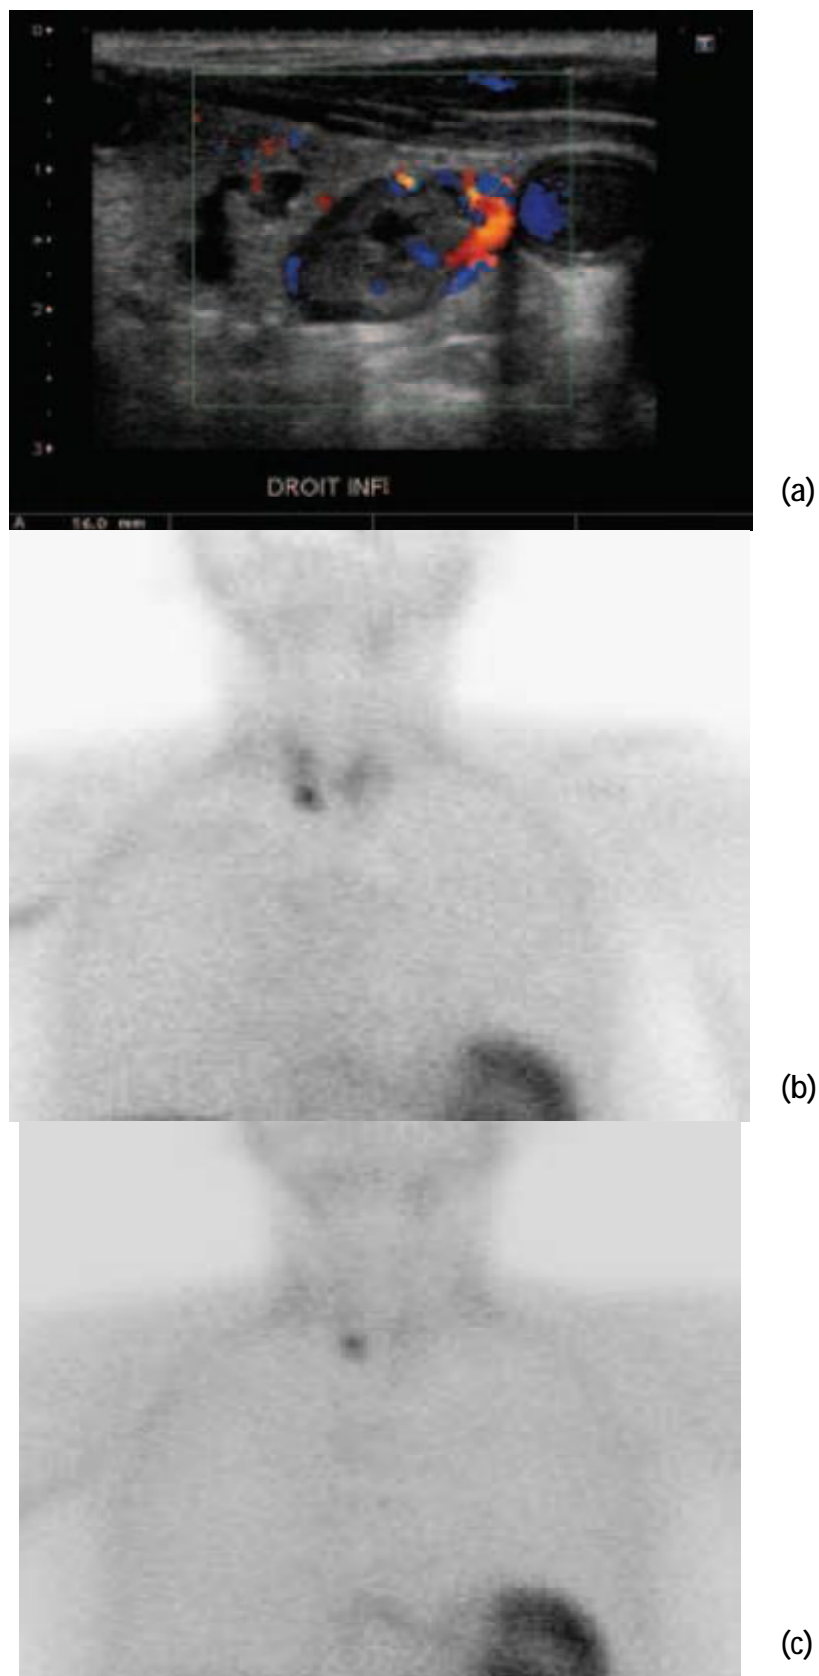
[91]: Couplage échographie-scintigraphie montrant un adénome P3 droit.
